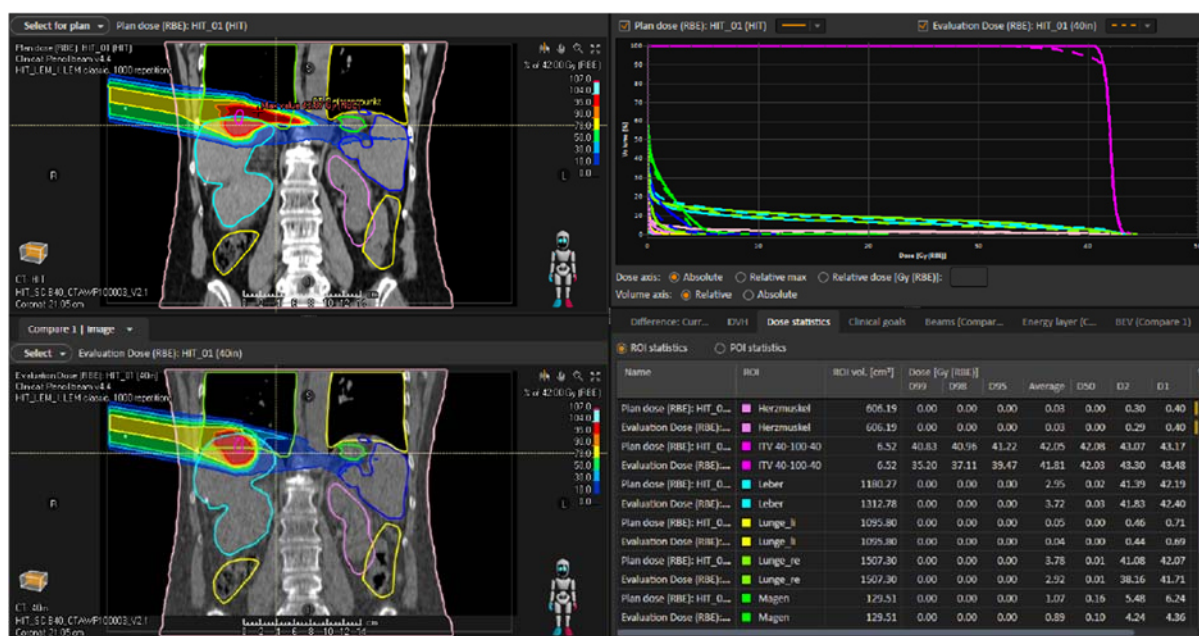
Die Dosisverteilung in einem Bestrahlungsplan für die Behandlung eines Leberzellkarzinoms wurde in einer zufälligen Atemphase (oben links, BPL-CT) und in einer spezifischen Atemphase (unten links, 40% Inhalation) verglichen. Das DVH und die statistische Dosisanalyse sind ebenfalls dargestellt. Im DVH ist die an dem ITV angepasste Dosisapplikation zu erkennen, falls die Gating-Technik angewendet wird (siehe lila Farbe).
